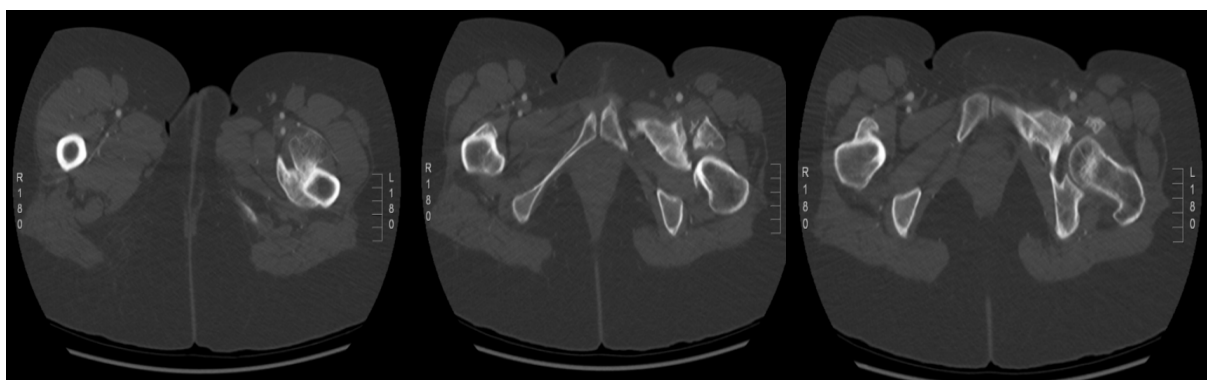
Imágenes de TC, cortes axiales.
